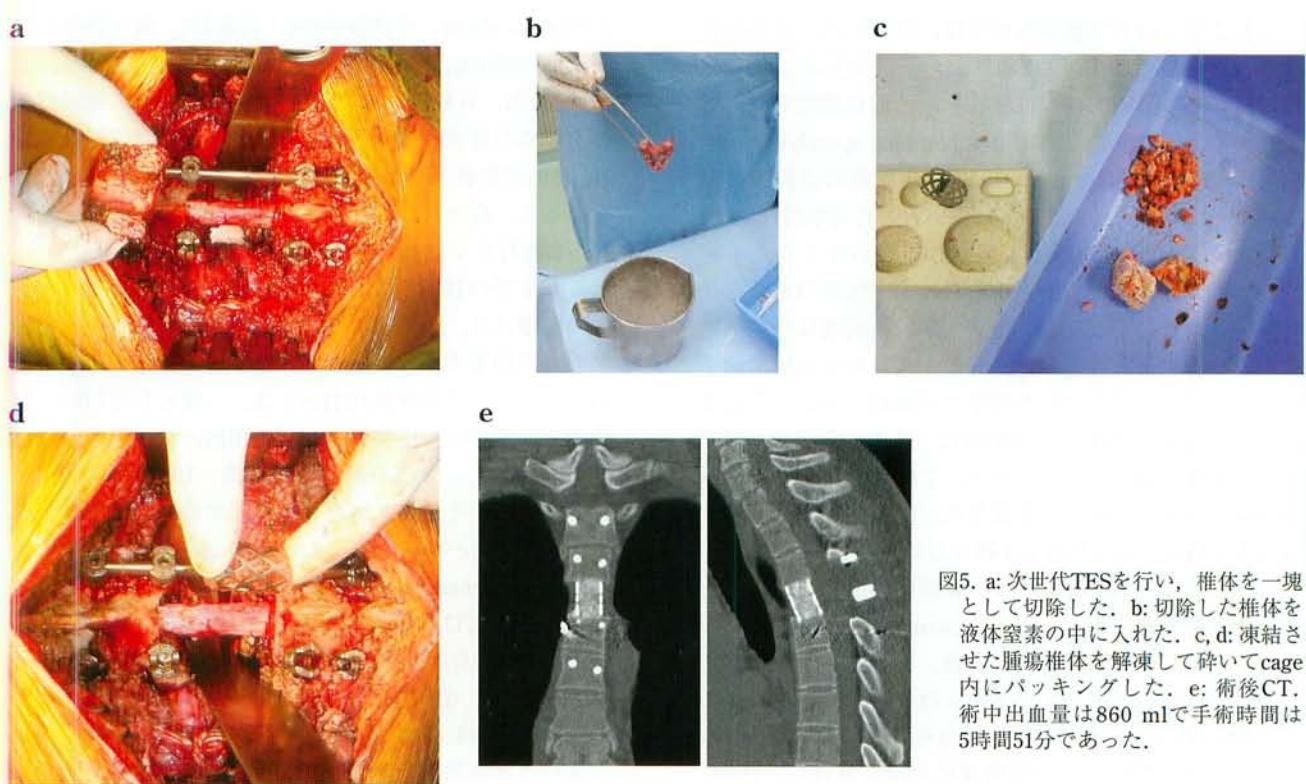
a: 次世代TESを行い、椎体を一塊として切除した。b: 切除した椎体を液体窒素の中に入れた。c, d: 凍結させた腫瘍椎体を解凍して碎いてcage内にパッキングした。e: 術後CT。術中出血量は860 mlで手術時間は5時間51分であった。
